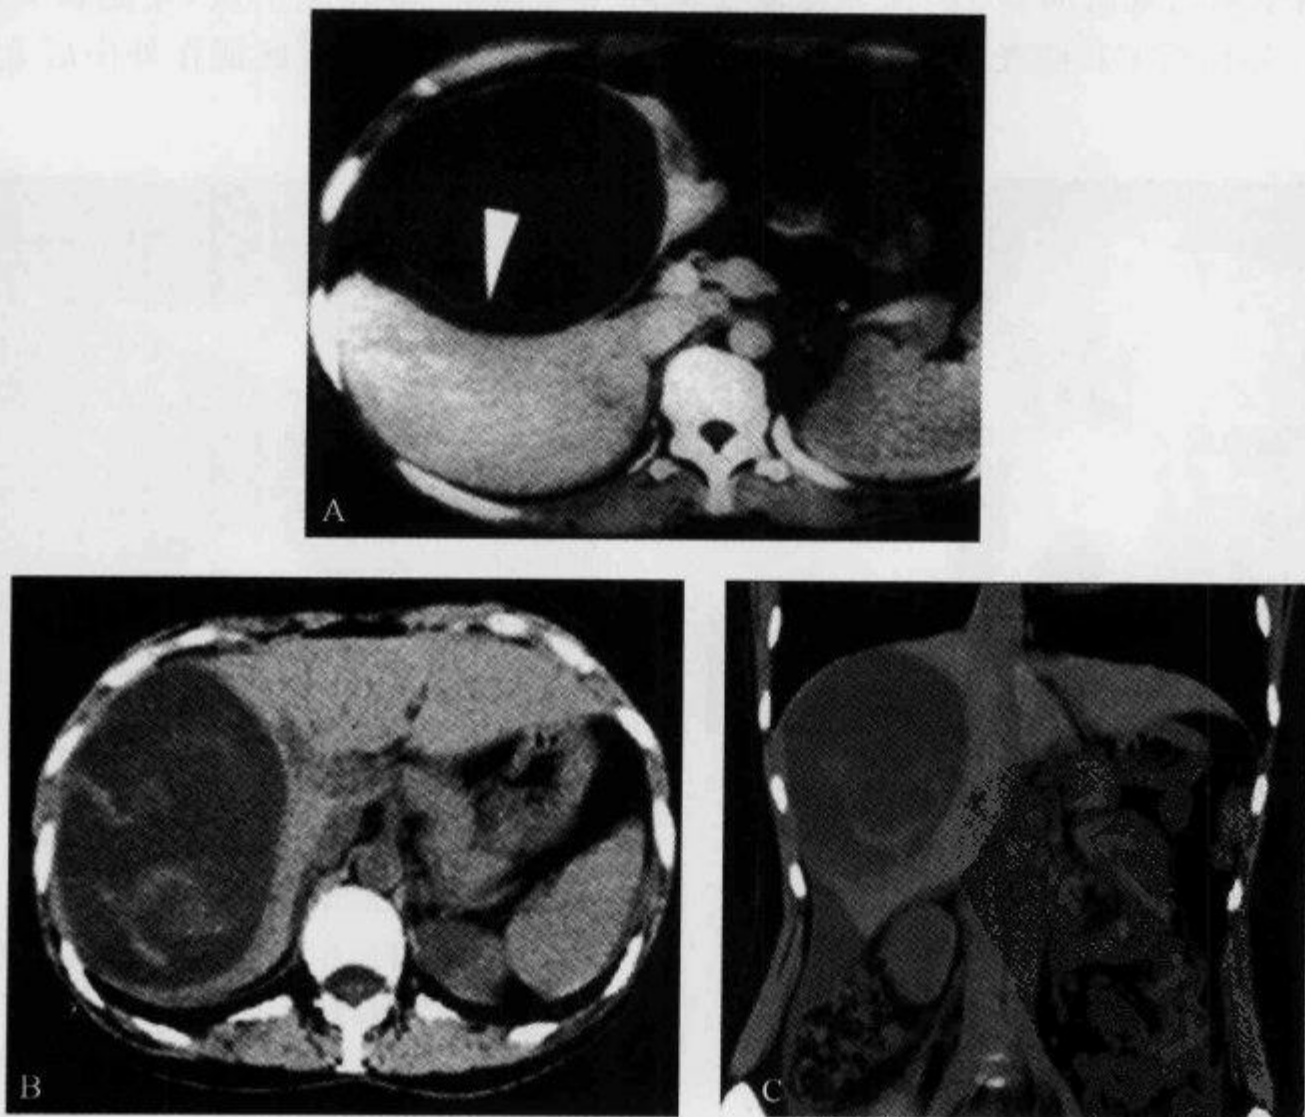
肝棘球蚴病, 横断面 CT 及冠状面重建示“飘带征”
